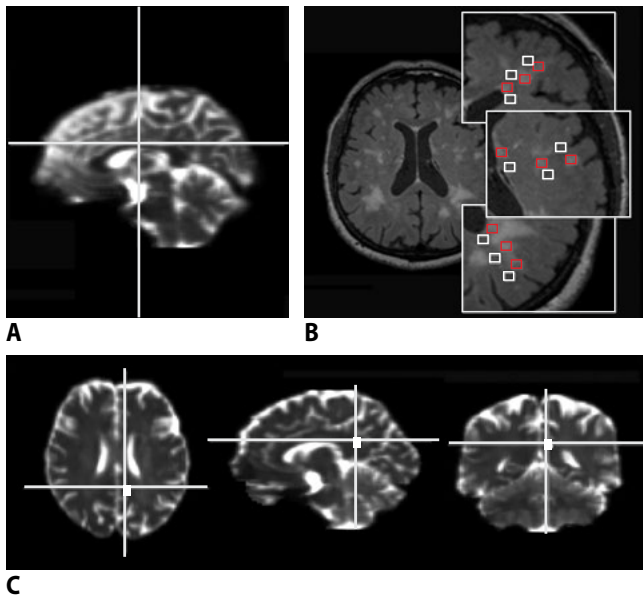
Оценка диффузионных показателей (FA, MD, RD, AD) в областях интереса.
